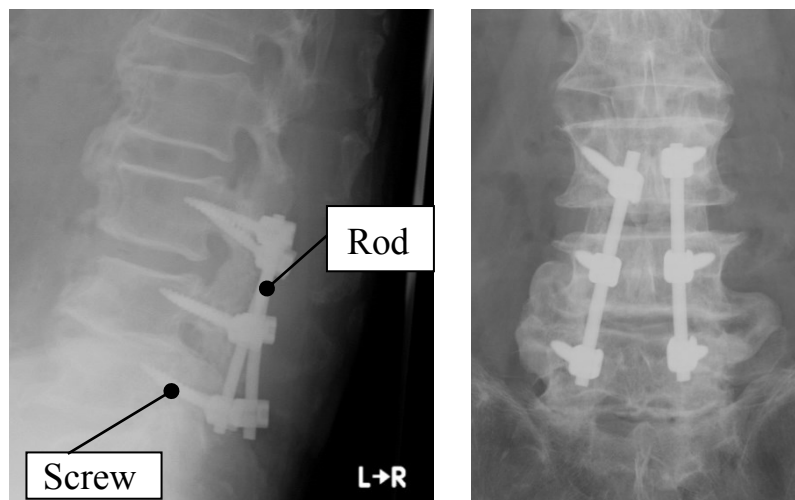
(b) X-ray photograph
